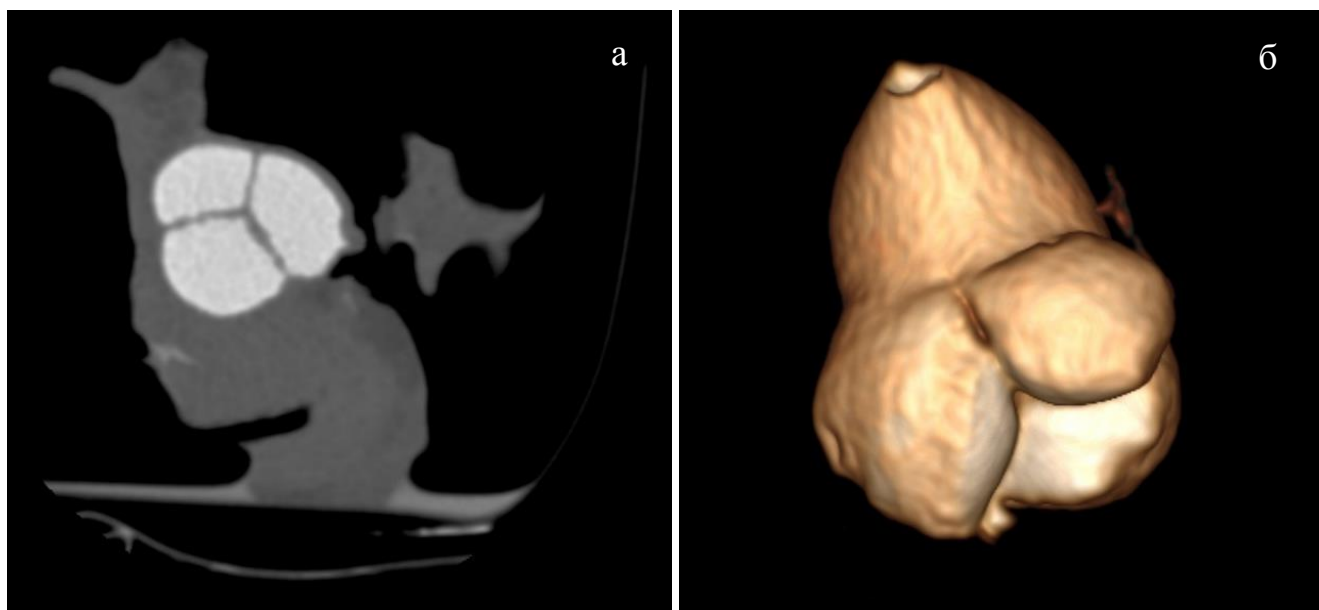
Результат мультиспиральной компьютерной томографии свиного сердца: а – аксиальный срез чуть ниже сино-тубулярного соединения, б – 3D реформация корня аорты
